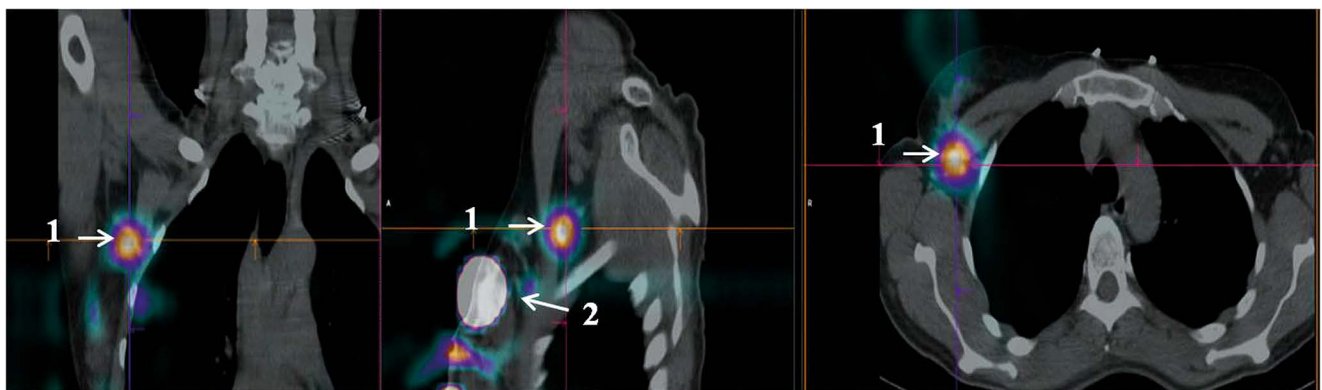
Совмещенное ОФЭКТ/КТ исследование больной раком правой молочной железы:
